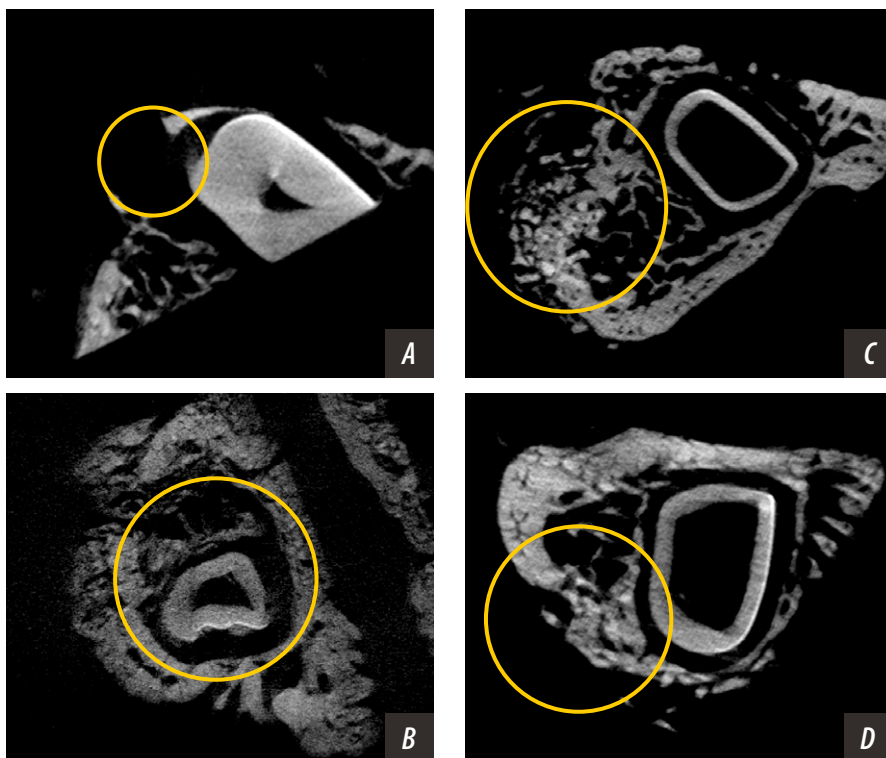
Микро-КТ области дефектов (зона дефекта отмечена окружностью): А — I группа, регенерация не происходила; В — II группа, видно уменьшение размера дефекта и появление в нем новообразованной костной ткани; С — III группа, практически полная регенерация зоны дефекта с образованием костной ткани и интеграцией в нее крошек материала; D — IV группа, формирование новообразованной костной ткани с интеграцией в нее крошкообразного материала
